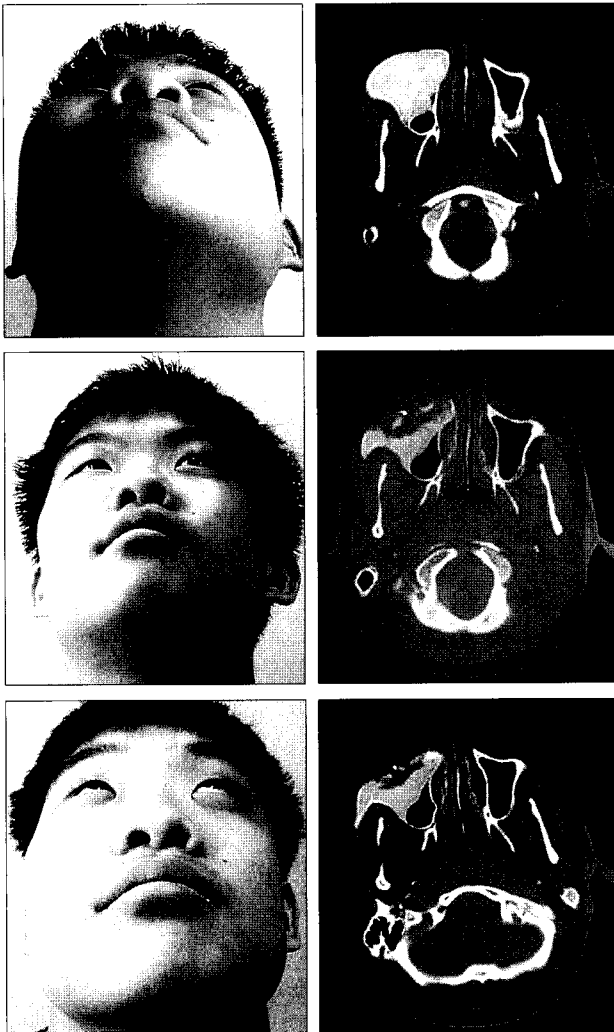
12-year-old male patient with fibrous dysplasia on Rt. maxilla. (Above, left) Preoperative photograph, shows protrusion on Rt. maxillar area. (Above, right) Preoperative CT shows occlusion on maxillary sinus. (Center, left) Postoperative 1 month photograph shows symmetric face. (Center, right) Postoperative 1 month CT shows the newly formed maxillary sinus being well maintained. (Below, left) Postoperative 11 months photograph shows symmetric face. (Below, right) Postoperative 11 months CT shows the newly formed maxillary sinus being well maintained.
